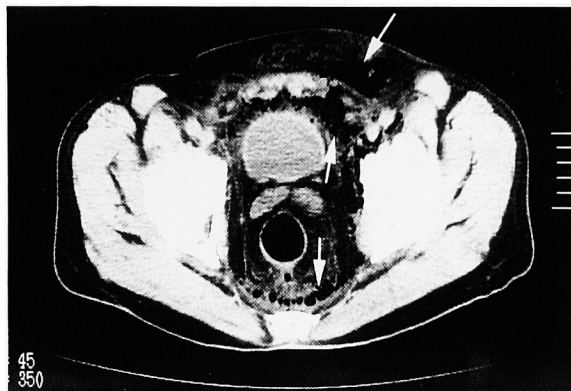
Abdominal CT revealed gas in the scrotum, anterior abdominal wall, perivesical space and retroperitoneal space.
